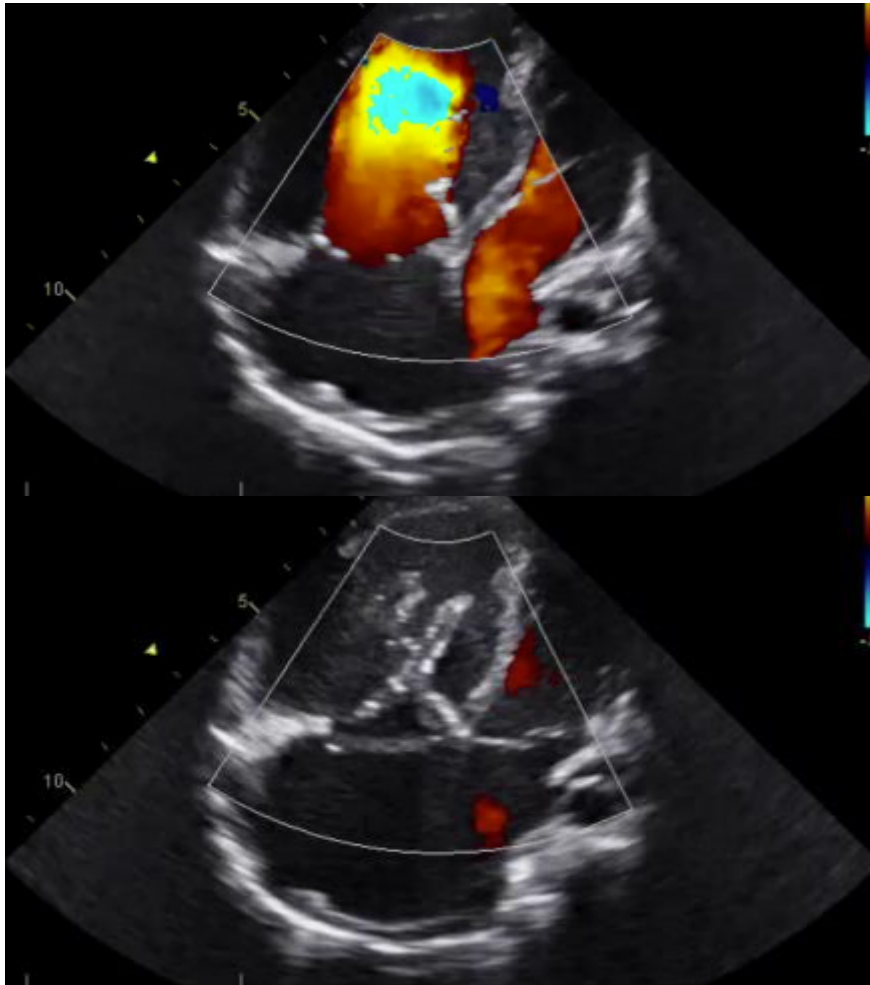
Transoesophageale Echokardiographie der Trikuspidalklappe nach der Rekonstruktion mit der Cone-Methode aus der Mediendatenbank des Deutschen Herzzentrums München
